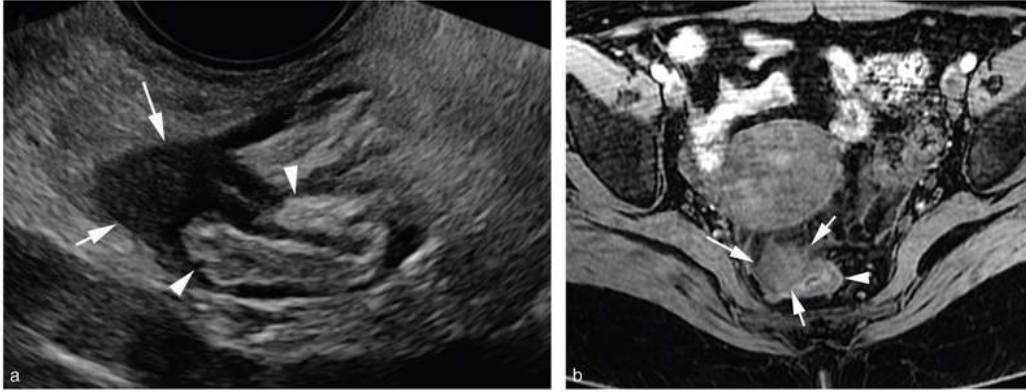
Patiente adressée en échographie pour douleurs pelviennes chroniques.
